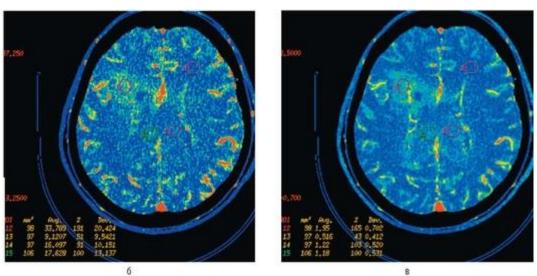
Окончание. При КТ-перфузии обнаруживаются множественные очаги повышения объема кровотока (б) и скорости кровотока (СВF - в). Мишенью для биопсии служит участок опухоли с максимальными значениями, расположенный в правой лобной области (на рисунках обозначен цифрой 12)
